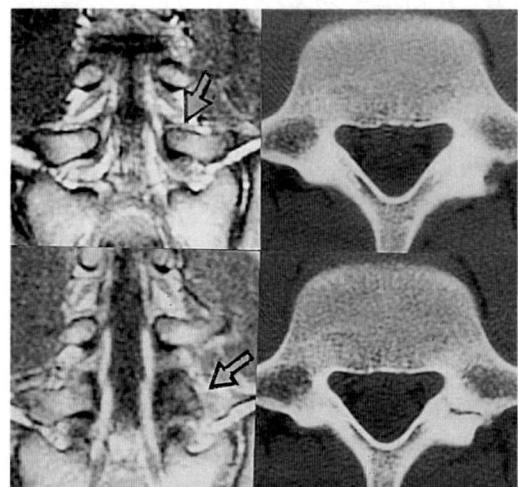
図 16歳 男 上のMRI冠状断像でL5左椎弓根に低輝度。バレー大会出場1ヵ月後、下段CT亀裂。
